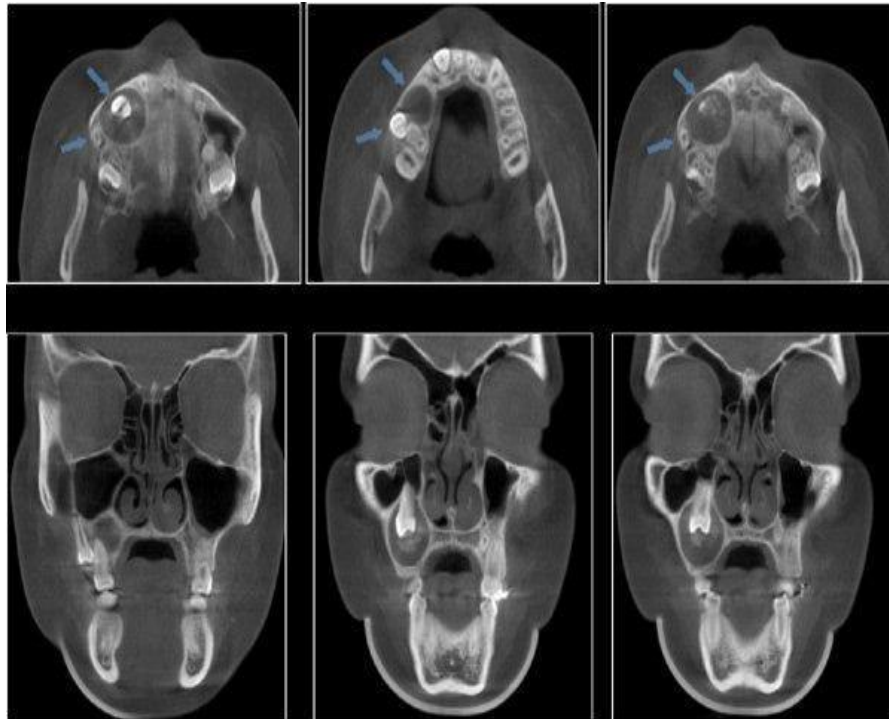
TAC de un Quiste Periapical.
